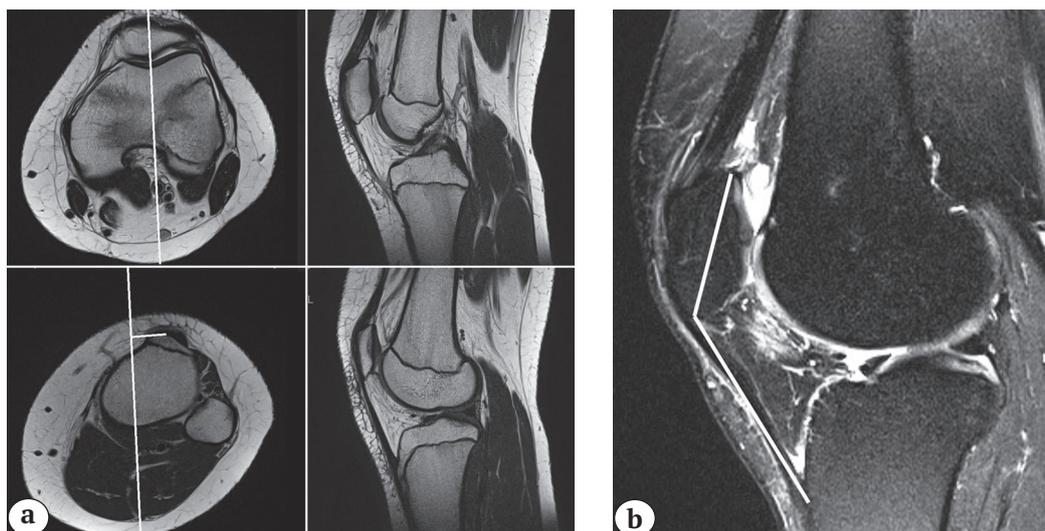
МРТ левого коленного сустава, T2 изображение: а — аксиальные и сагиттальные срезы: измерение расстояния TT-TG; б — сагиттальный срез: измерение индекса Insall — Salvati
